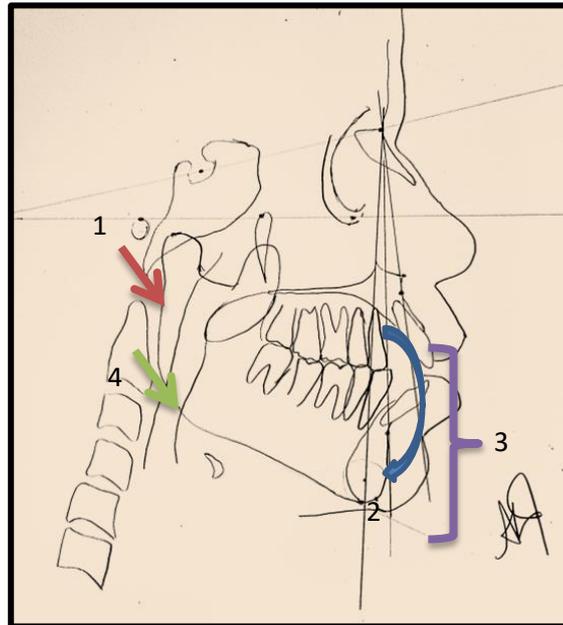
(A) Telerradiografia em norma lateral
